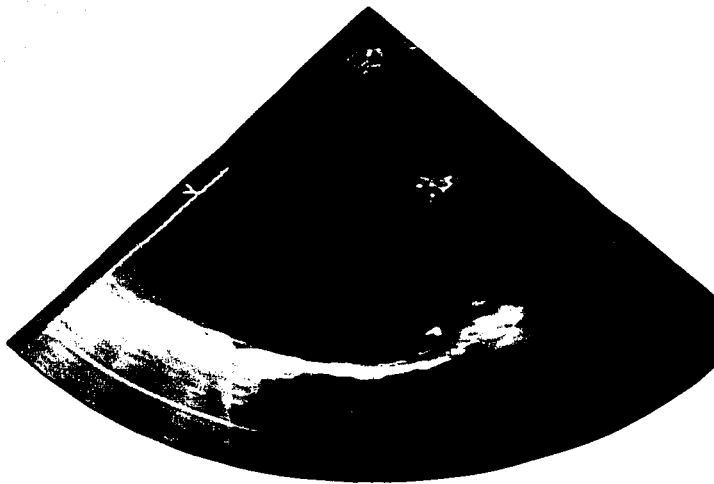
A. Ecocardiograma transesofagico. Se observa disección de aorta descendente, con Doppler color se demuestra el sitio de ruptura.
